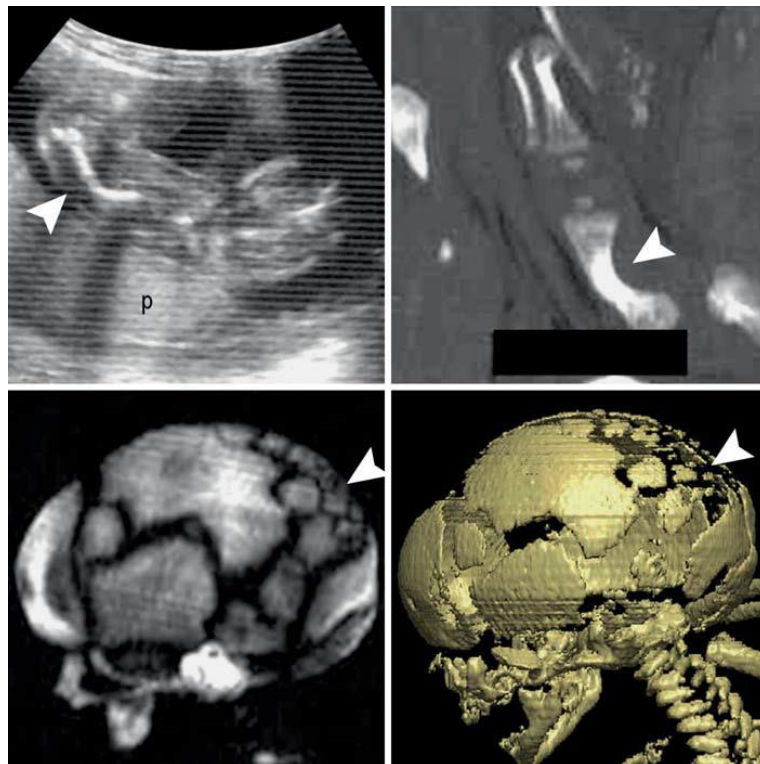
Caso 1: Osteogênese Imperfeita tipo III. A- Ecografia 2D pré-natal: p = Placenta; B - TC-3D pré-natal: arqueamento do fêmur (seta). C e D - TC-3D do crânio que descreve os ossos wormianos (seta). (23)
